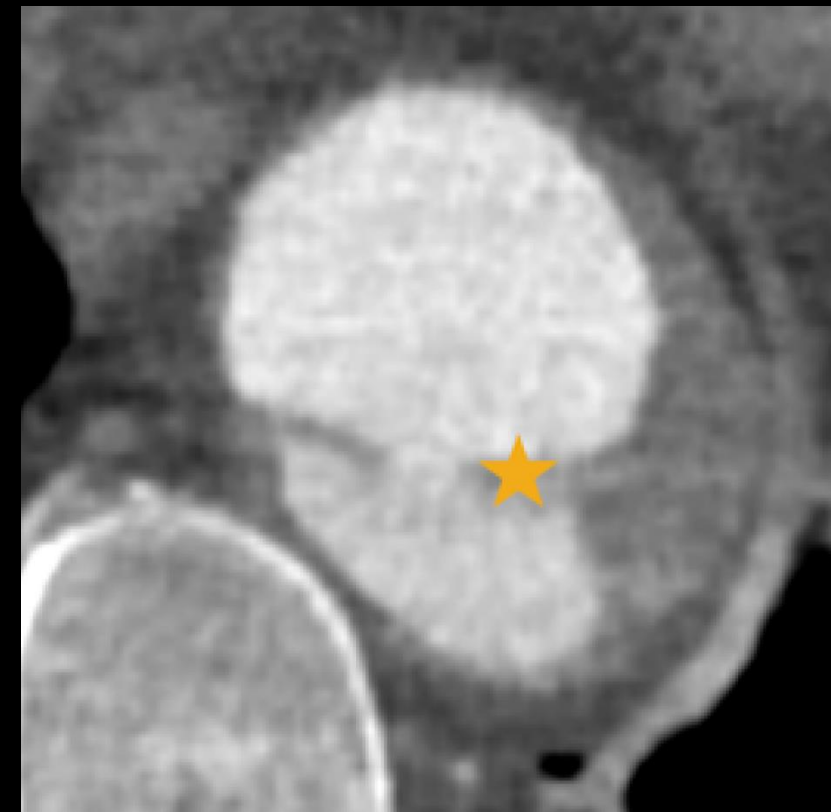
TC Axial en fase arterial demostrando UAP. Una protuberancia focal llena de contraste altera la superficie intimal (asterisco), con extensión del contraste hacia la pared aórtica formando un hematoma intramural asociado.
